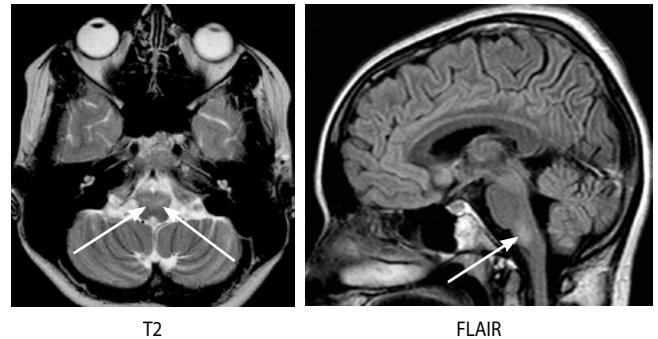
Симметричное повышение интенсивности сигнала в режимах T2 (аксиальная проекция слева) и FLAIR (сагиттальная проекция справа) от нижних олив и их увеличение в объеме с обеих сторон (стрелки)
